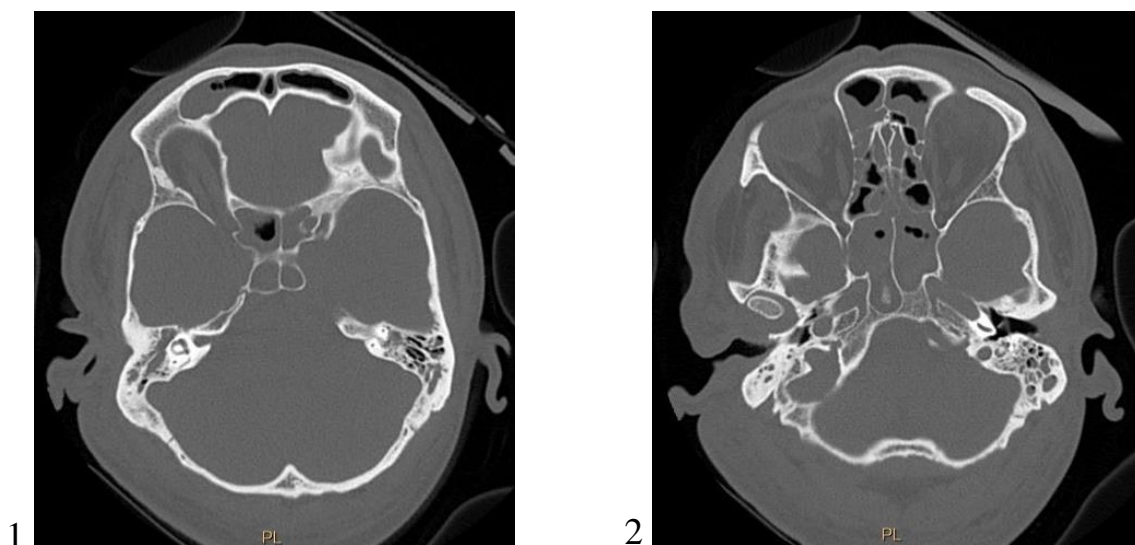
Рисунок С 1, 2 – Жидкость в околоносовых пазухах. Прижизненное КТ-исследование
